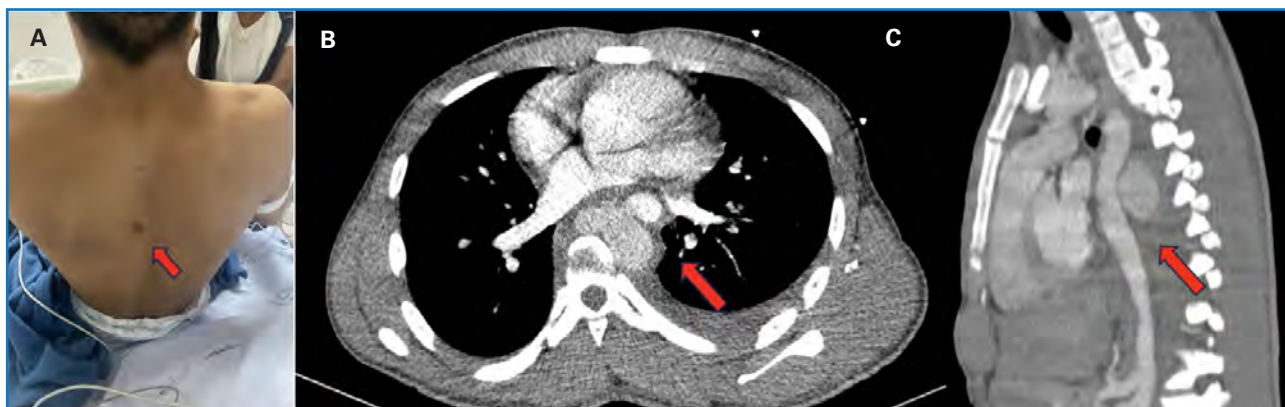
A. Herida traumática suturada en el sexto espacio intercostal con línea paravertebral izquierda. B y C. Angiografía por tomografía computarizada con contraste. B. Vista axial: laceración del contorno posterior y media de la porción descendente de la aorta torácica a la altura del cuerpo vertebral T7. C. Vista sagital: pseudoaneurisma contenido en espacio paravertebral, mediastinal posterior, sin evidencia de paso de medio de contraste a espacio pleural o espacio pericárdico.
